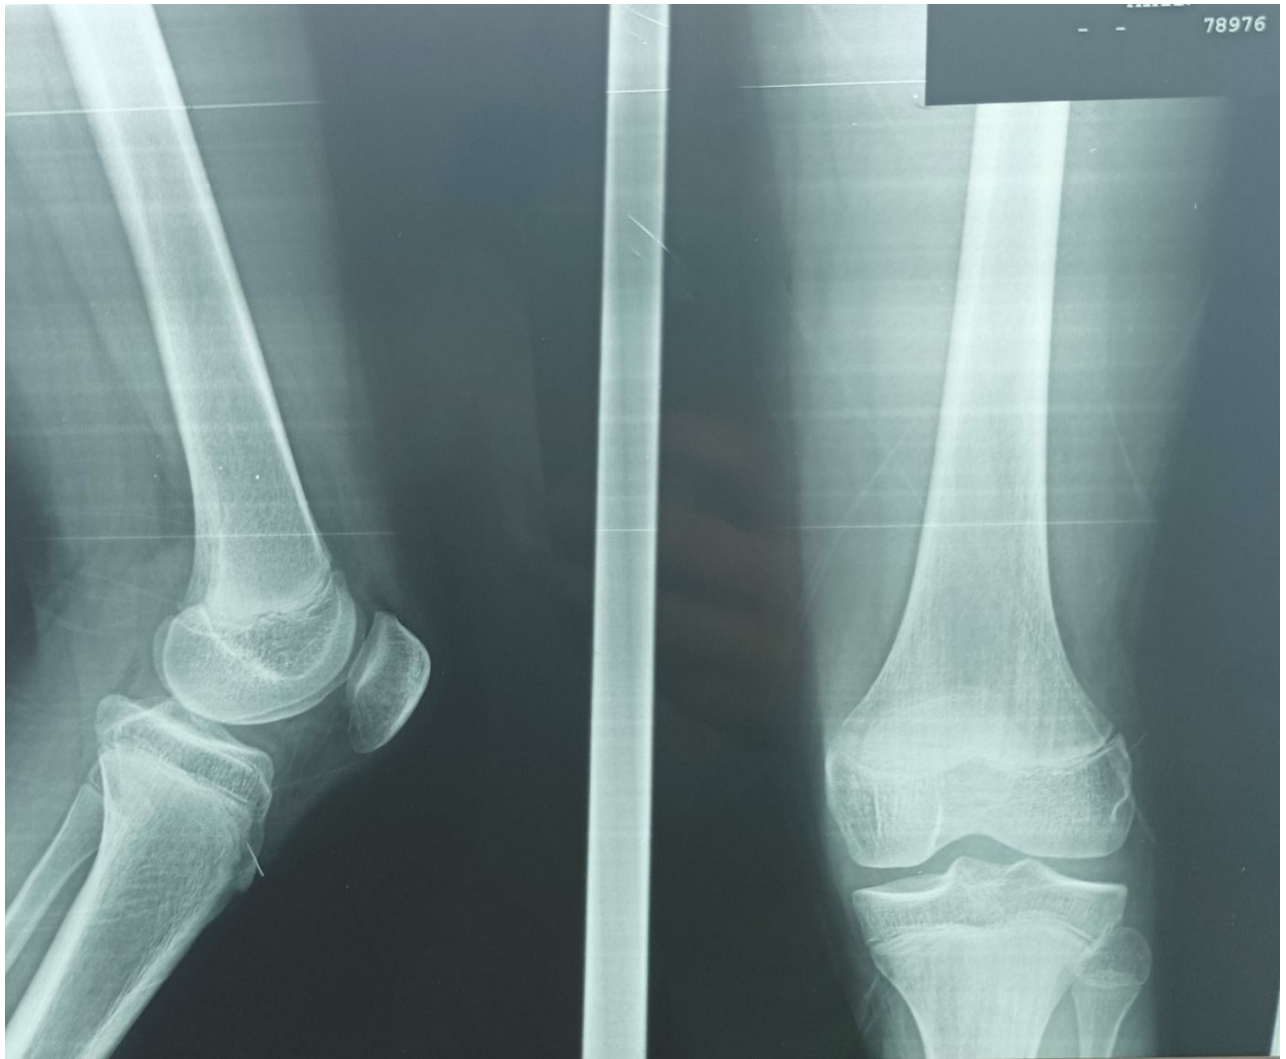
Radiographie standard du genou gauche (face. profil)
